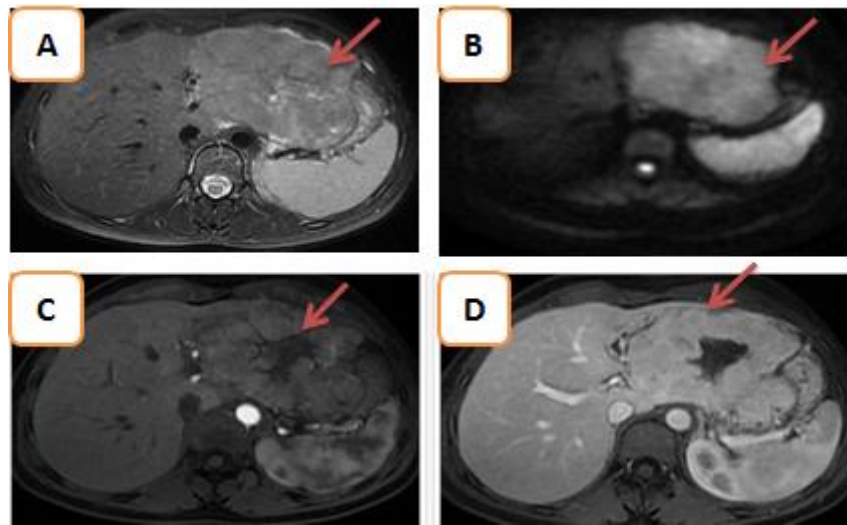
A l'IRM, volumineuse lésion du foie gauche en hypersignal T2 à contours lobulés avec cicatrice fibreuse hypointense(A) avec un au temps artériel rehaussement de façon périphérique alors que la cicatrice fibreuse reste en hyposignal(C) et au temps portal la lésion présente progressivement un discret Wash out en hyposignal par rapport au parenchyme de voisinage(D) : CHC fibrolamellaire.
